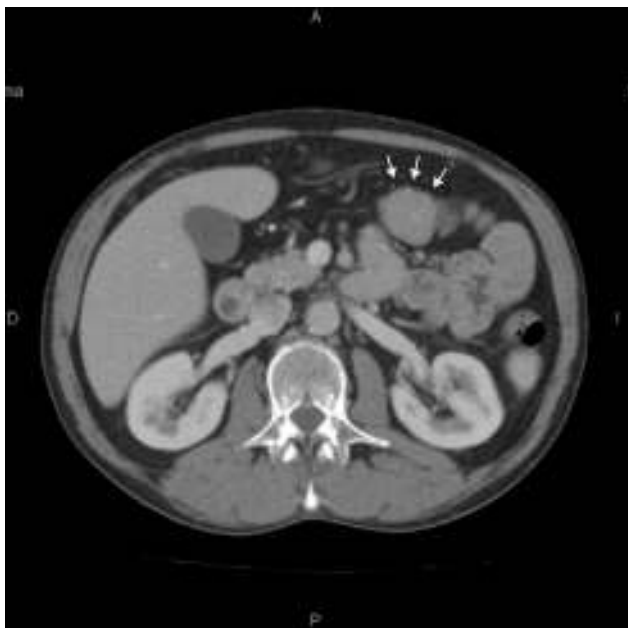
Tomografía computarizada que muestra la localización de la lesión polipoidea (→) ubicada en la cabeza de la invaginación y causando la misma.
